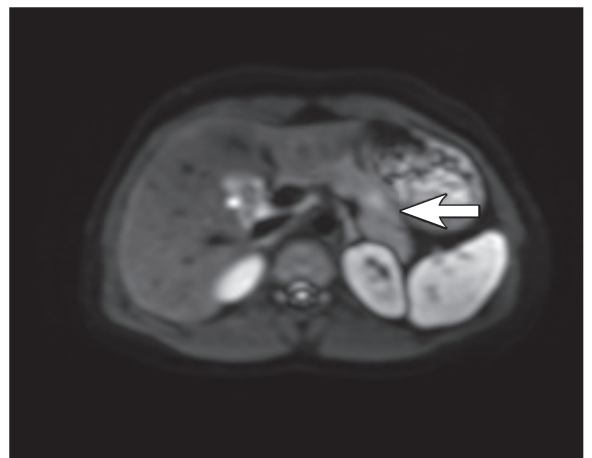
Магнитно-резонансная томография. Опухоль на границе тела и хвоста поджелудочной железы (указана стрелкой): диффузионно-взвешенное изображение, аксиальный срез, b-фактор=600
